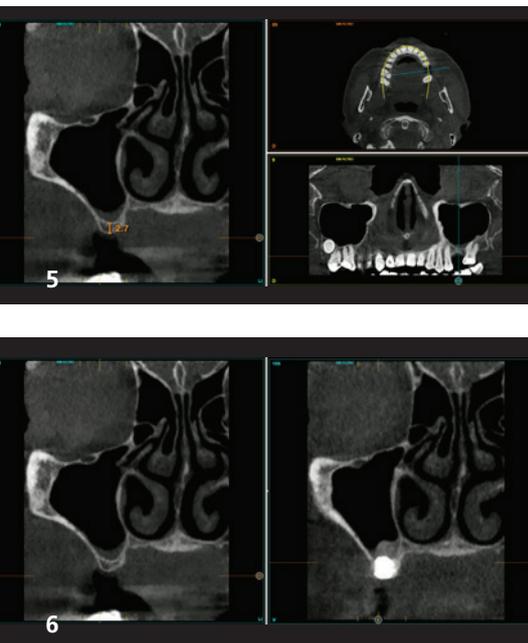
Planungs-DVT des Restknochenvolumens und des geplanten Implantats, hier 6,5 mm. – Abb. 7: Kontroll-CT vor und sechs Monate nach Implantatinsertion. Korrekte Integration des Implantats.
